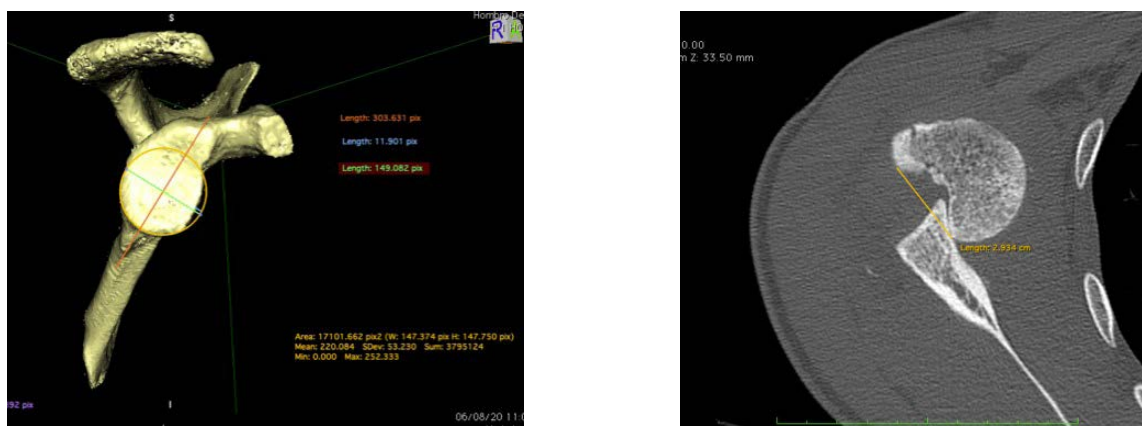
TAC de hombro derecho donde se realiza la medición del Glenoid Track. A) imagen con reconstrucción 3D donde se observa pérdida ósea en la porción anterior de la glenoides. b) imagen del corte axial donde observa lesión de Hill Sachs enganchada en la porción anterior de la glenoides donde se midió el defecto óseo.
